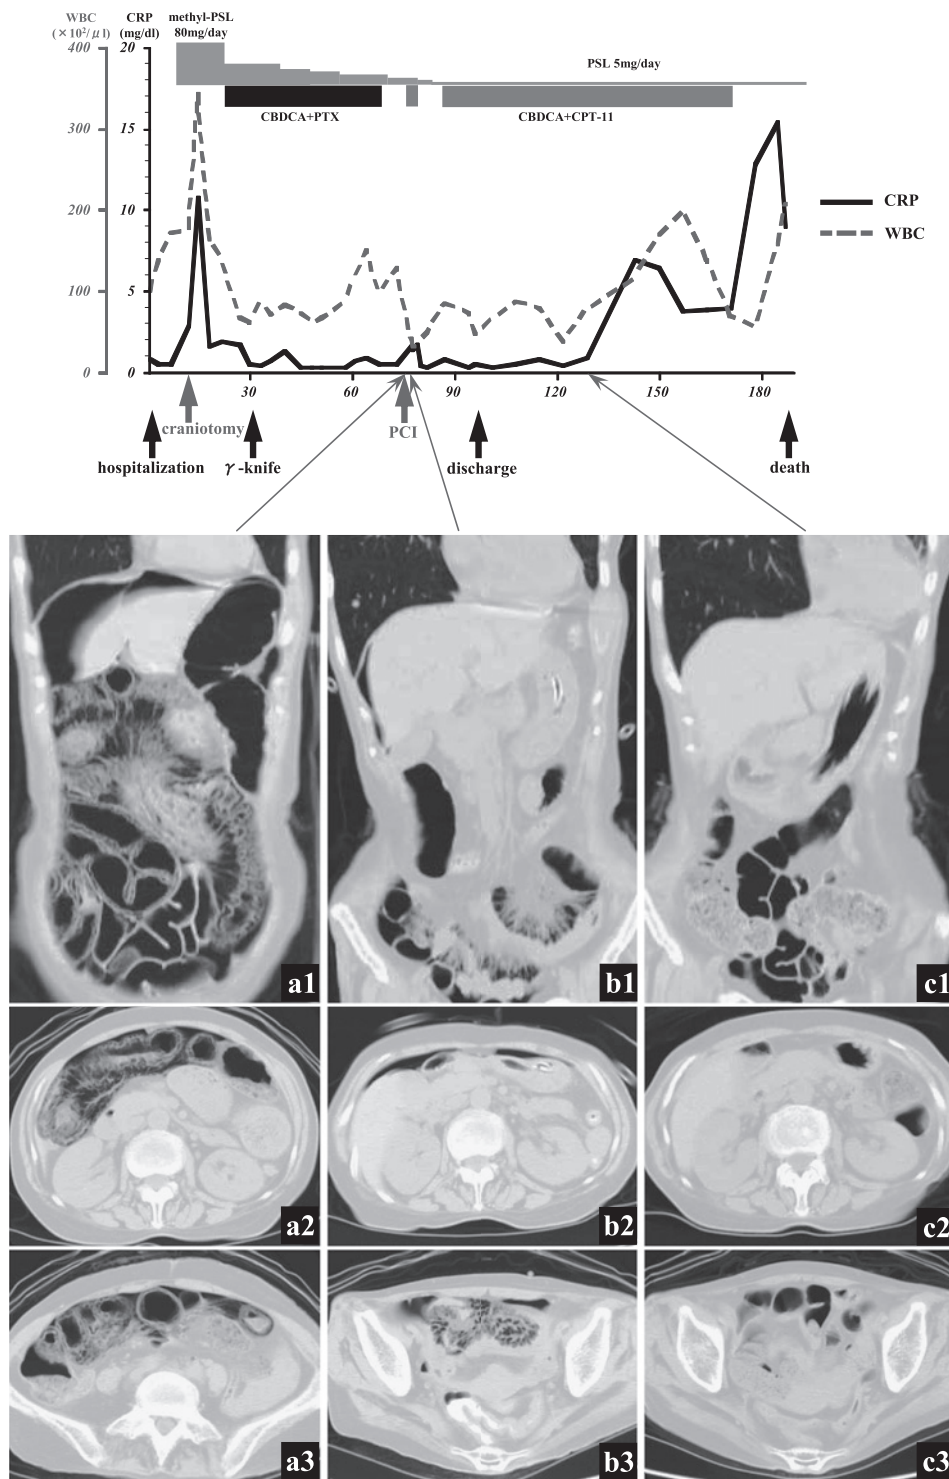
Clinical course and changes in abdominal CT images. (a1-3) shows pneumatosis linear intestinalis at the onset of PCI. (b1-3) shows PCI on the third day. (c1-3) shows no evidence of PCI on the 52nd day.
